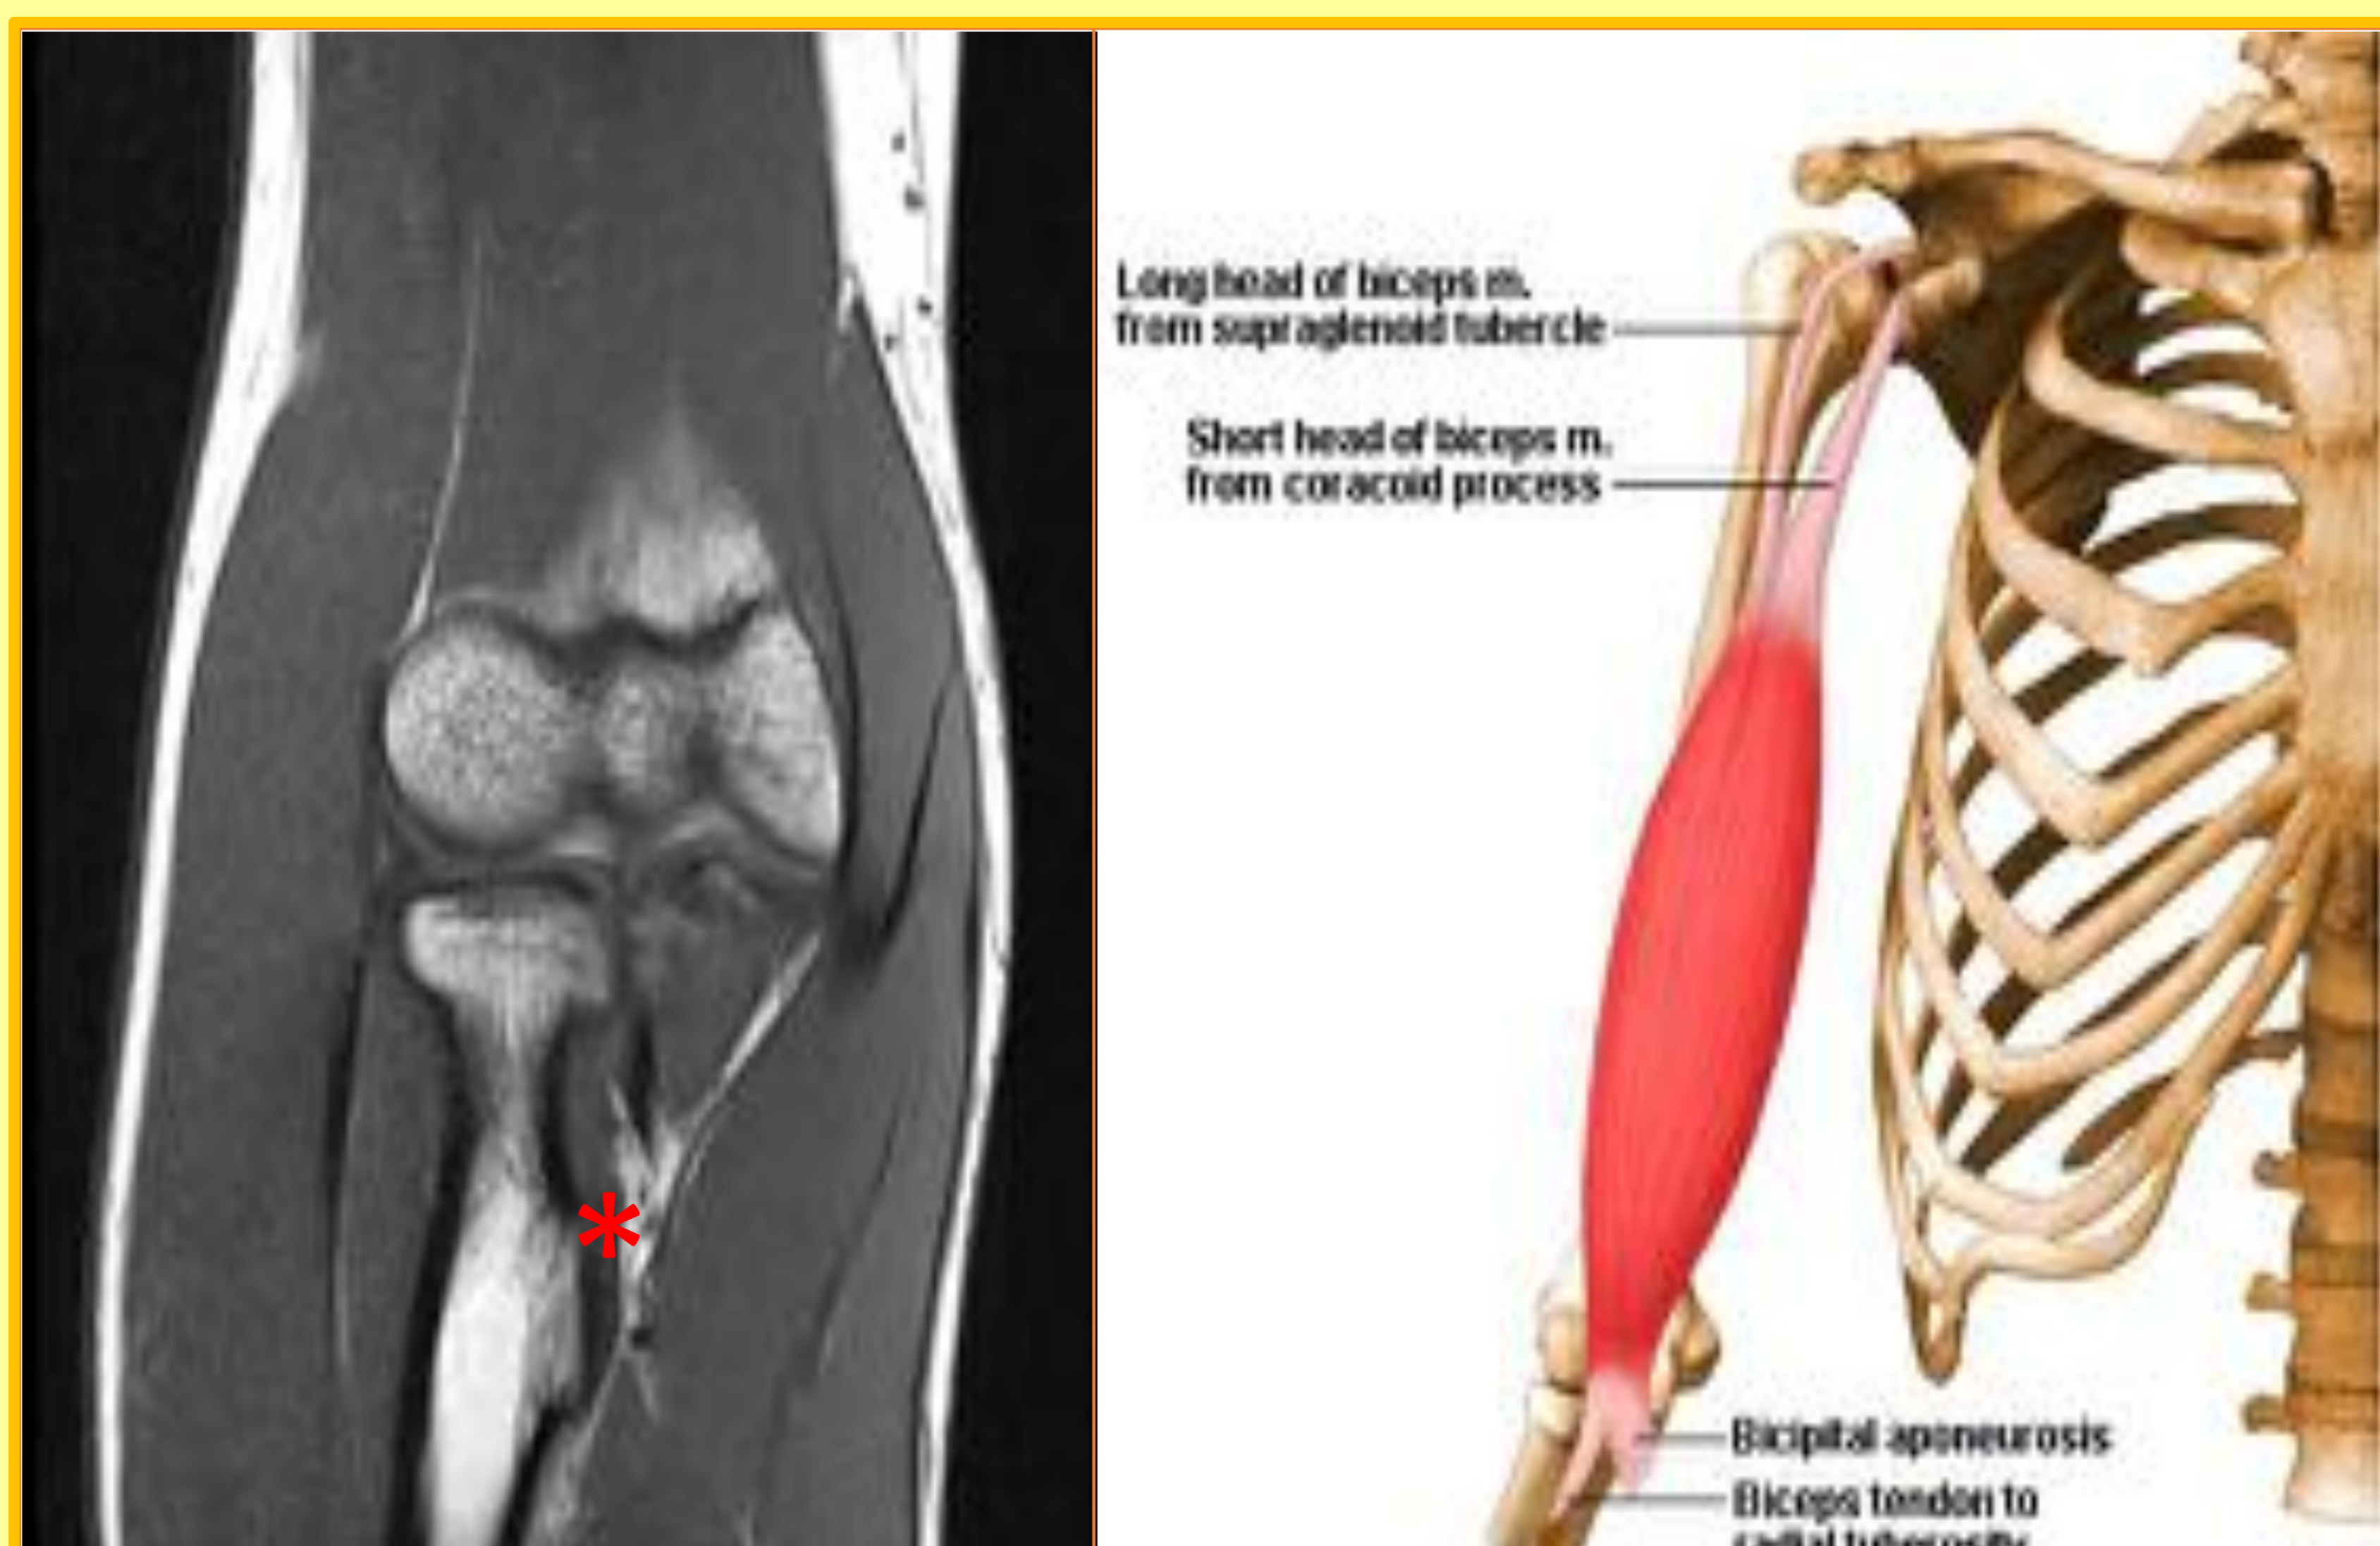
Izquierda: RM corte coronal, \* inserción distal de bíceps braquial en tuberosidad radial. Derecha: Fuente Imagen obtenida de atlas anatomía Musculoskeletal atlas of body Human.
